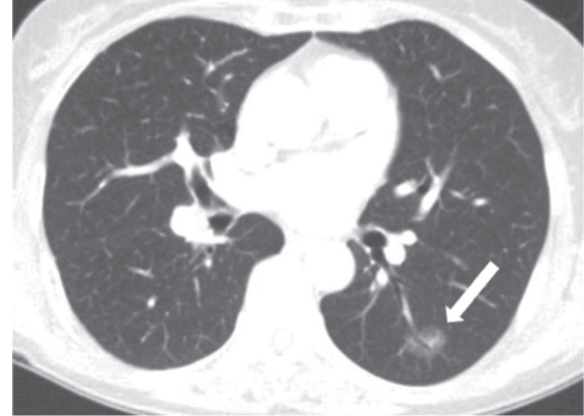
68-year-old woman with pure ground-glass nodule. CT scan shows about 16 mm sized pure ground-glass nodule in left lower lobe (white arrow). This nodule was pathologically confirmed as adenocarcinoma, lepidic predominant.
